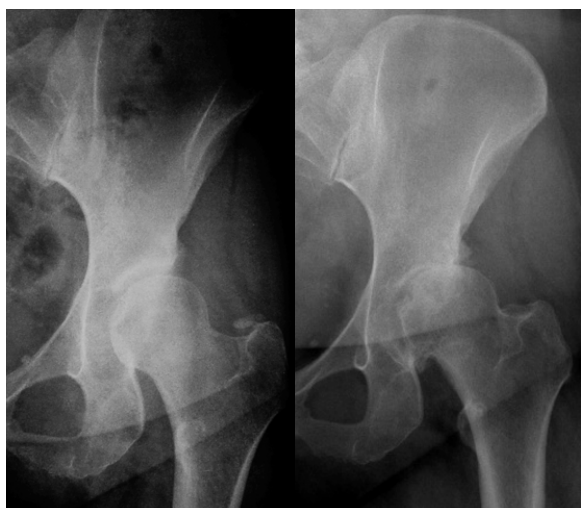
À esquerda – radiografia ântero-posterior da hemibacia (centrada à bacia) de uma doente com 28 anos, com displasia acetabular com um ângulo de índice acetabular de 22° e um ângulo centro lateral de 9°. À esquerda – a mesma doente dois anos depois da primeira radiografia com diminuição significativa da entrelinha articular.
